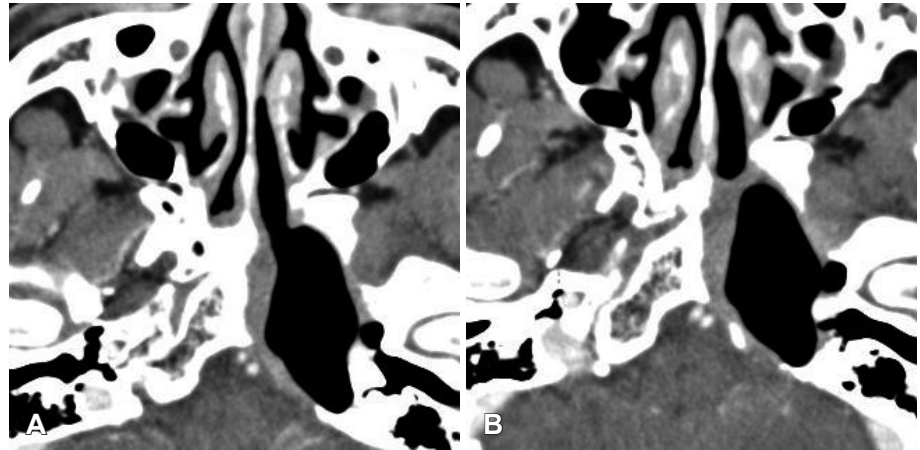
Postoperative PNS CT images. CT images show that there is no evidence of recurrence in left sphenoid sinus and petrous apex (A) and there is no lesion near left middle ear cavity and mastoid bone (B). PNS: paranasal sinus, CT: computed tomography.
